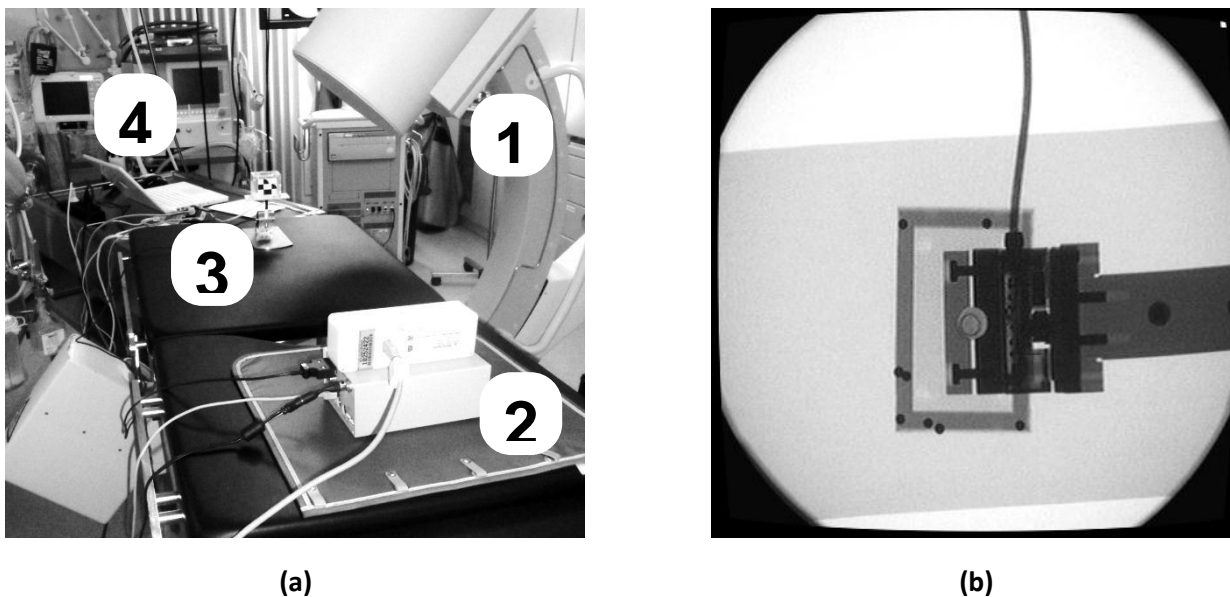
a) Der Experimental Aufbau mit C-Bogen (1), Tracking-Kamera (2), Phantom (3) und Steuerrechner (4). b) Ein Röntgenbild des Phantoms.
